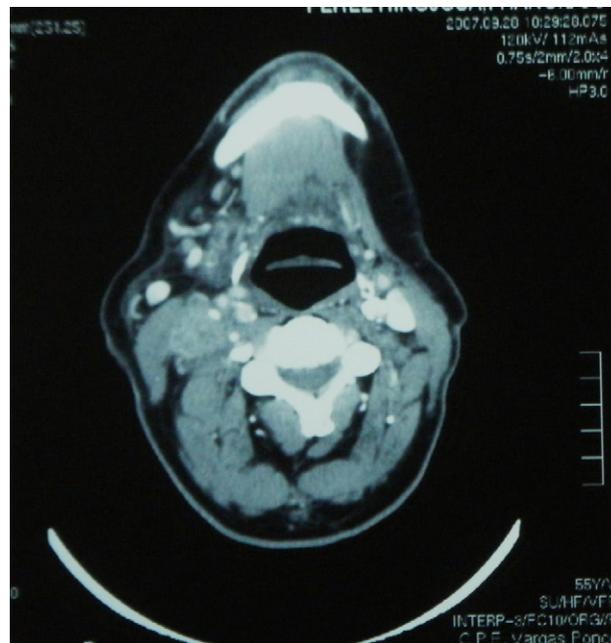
TC recidiva ganglionar derecha.
